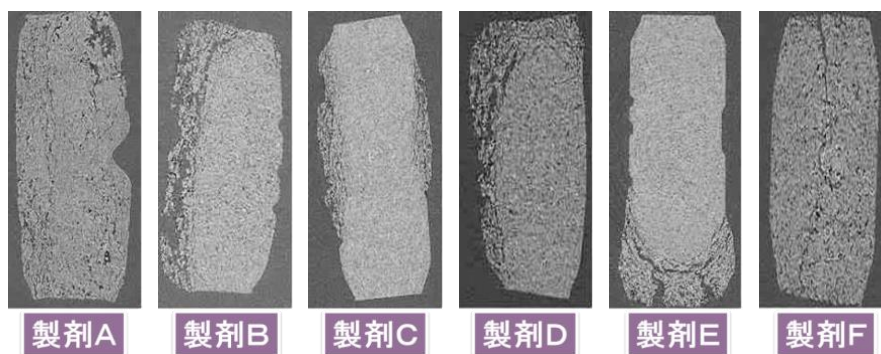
市販 OD 錠剤の崩壊挙動の様子 (X 線 CT スライス画像)
